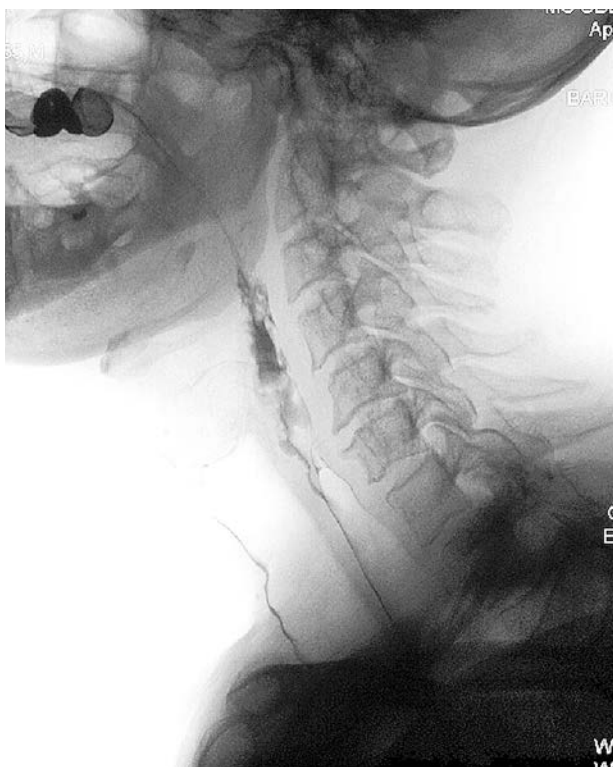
Результаты рентгеноскопического исследования функции глотания (видеофлюорооскопии): наличие признаков аспирации
